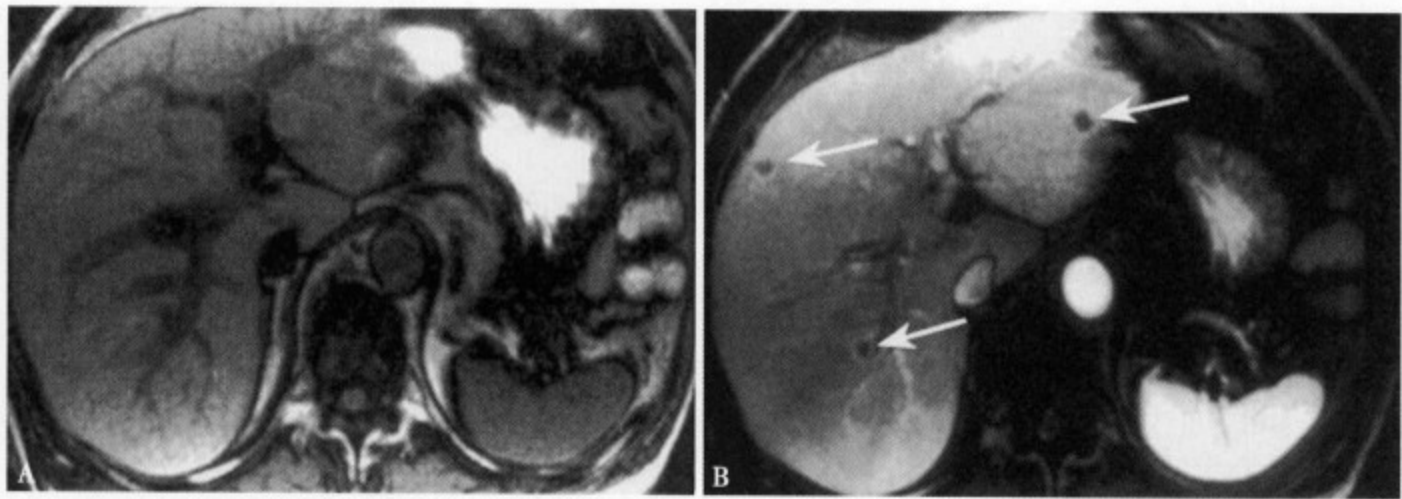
女性 49 岁结肠癌肝转移。T₁WI (A) 肝右叶显示多发性小结节状低信号病灶，边缘不清；增强 MRI 动脉期 (B) 显示肝内多发小结节状低信号病灶，边缘呈特征性环形强化
